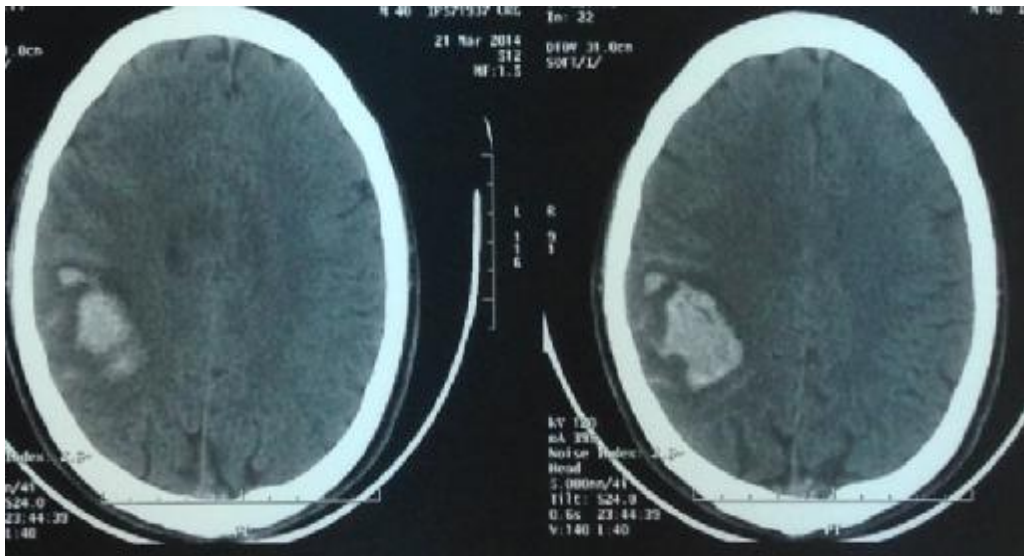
TDM cérébrale sans contraste: Hématome lobaire spontané chez un sujet jeune sur vascularite cérébrale
